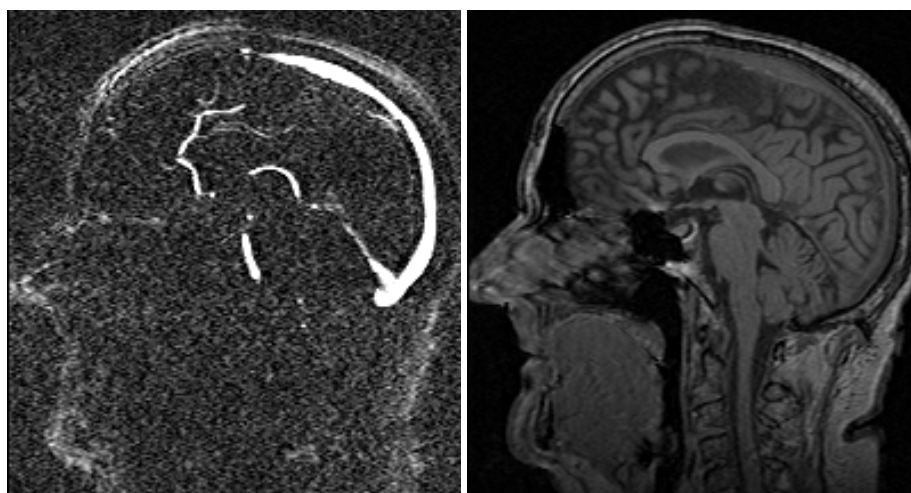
Coupes sagittales d'une ARM PC. À gauche : image de phase. Les structures vasculaires (*i.e.* le flux sanguin) y apparaissent avec une forte intensité par rapport aux tissus stationnaires. On distingue ici le sinus sagittal supérieur, une partie du sinus droit, des veines de Galien et des artères cérébrales antérieures. On remarque également la présence d'un bruit assez important et d'artefacts, aboutissant à un rapport signal/bruit relativement faible. À droite : image module. Cette image est similaire à une IRM T_1 . Elle fournit des informations structurelles mais ne contient pas de données vasculaires immédiatement visibles. On peut constater sa parfaite superposition avec l'image de phase qui lui est associée.
